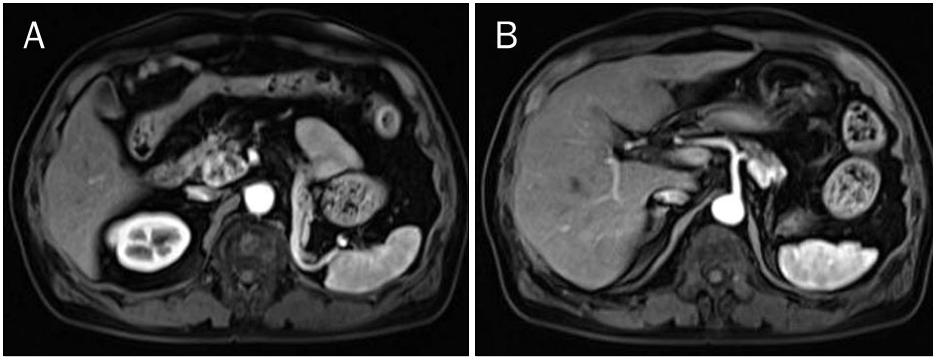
Magnetic resonance imaging findings. T1 weighted imaging with Primovist contrast shows intense enhancement (A; pancreas head, B; pancreas body).
